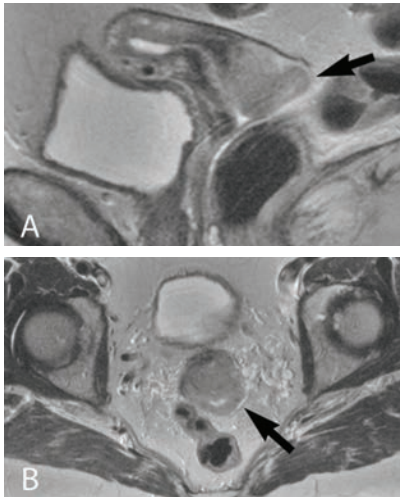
Karsinoma endoserviks. Gambar MR Sagital T2-weighted menunjukkan karsinoma serviks berbentuk barel meluas ke serviks bagian dalam, dengan mempertahankan os eksternal (*panah*).
